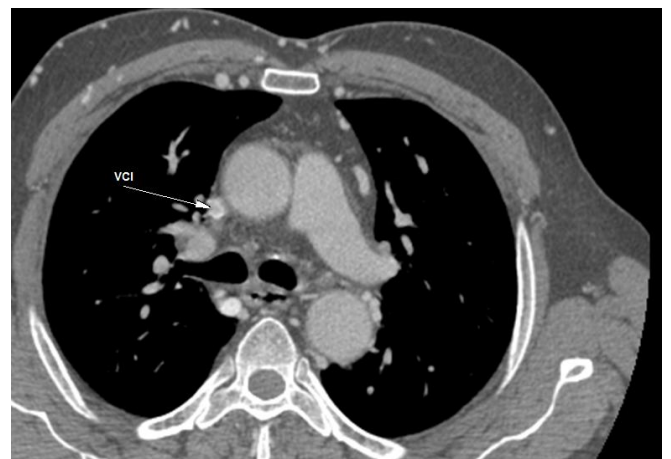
angio-TDM thoracique montrant une thrombose partielle de la veine inominée droite étendue à la VCS (patient A.E, service de radiologie/ CHU Hassan II)
